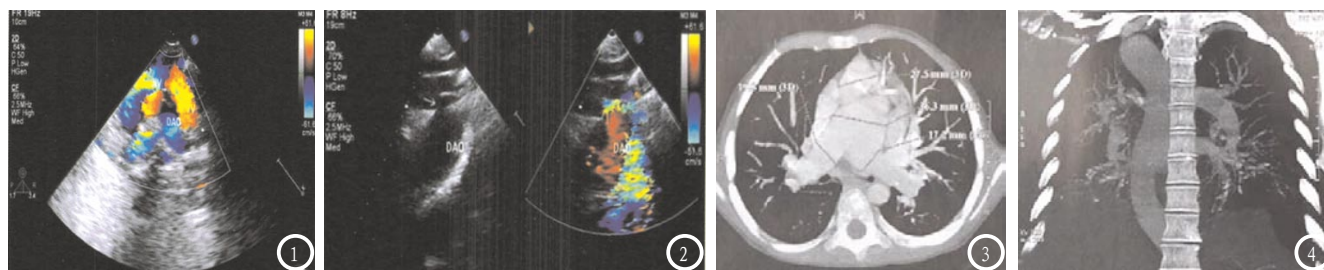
完全性肺静脉异位引流患者，超声示所有肺静脉经垂直静脉与左头臂静脉汇合后进入上腔静脉；图2 锁骨下动脉离断合并主动脉缩窄患者，主动脉弓长轴观显示主动脉缩窄，箭头所指为导管前主动脉弓缩窄部位；图3 完全性大动脉转位患者，MPR显小肺动脉与左心室连接并明显增粗；图4 完全性肺静脉异位引流患者，VR立体显示左右肺静脉形成共同汇入上腔静脉。
